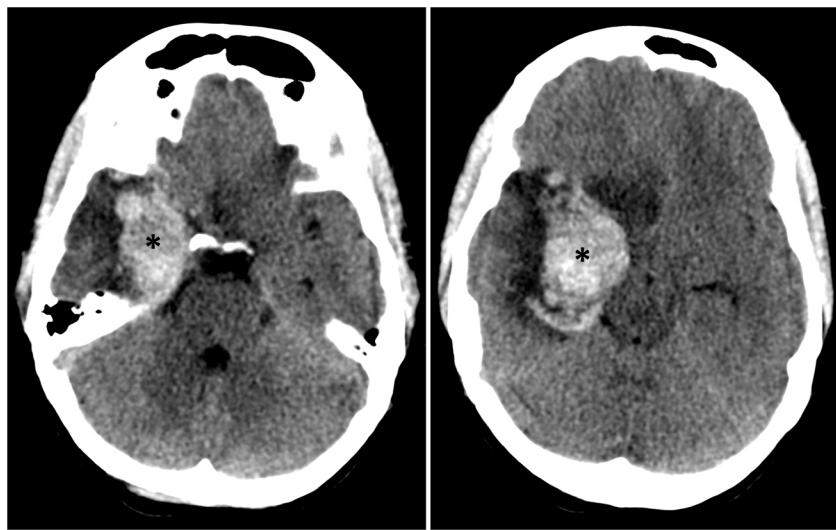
Cortes transversales de la TC de cabeza en el momento de empeoramiento clínico, a los 10 días del inicio. Cortes de TC similares al estudio inicial que muestran el gran hematoma intraparenquimatoso temporal derecho en la zona de encefalitis herpética inicial (asteriscos). Asocia edema vasogénico perilesional y gran efecto masa con borramiento de los surcos adyacentes y mayor medialización del uncus temporal que en la TC inicial.
